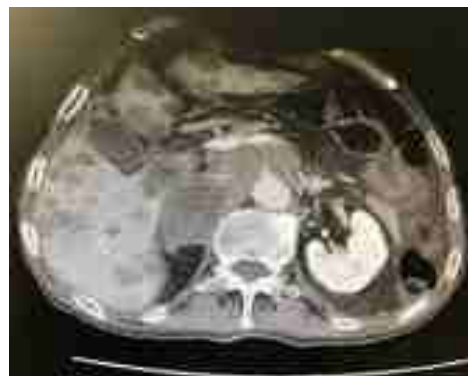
TAC abdominal corte sagital
